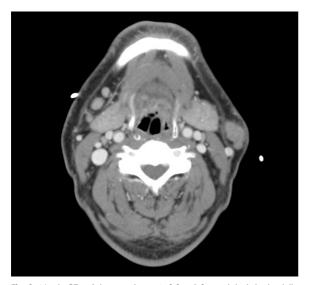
Neck CT axial scan show A 2.3 x 1.3 cm lobulated subtle enhancing mass in subcutaneous fat layer of left chin.
